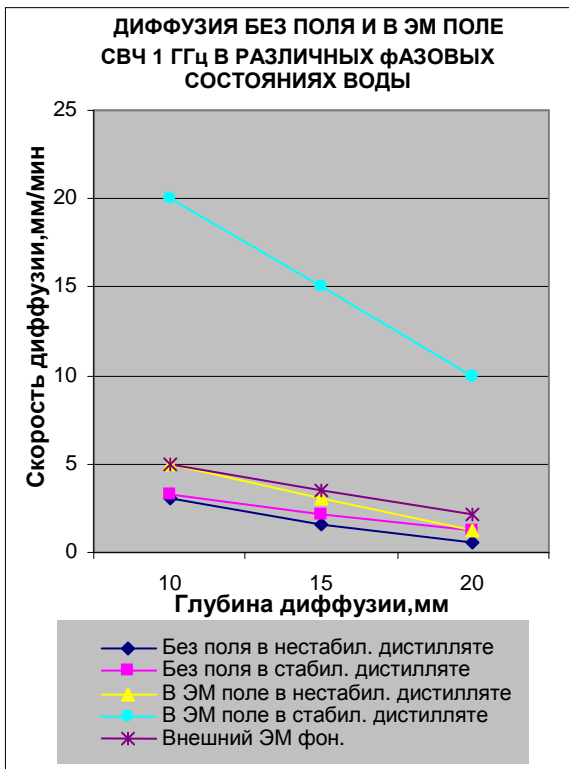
Транс-резонансная диффузия без поля и в ЭМ поле в различных фазовых состояниях воды.
